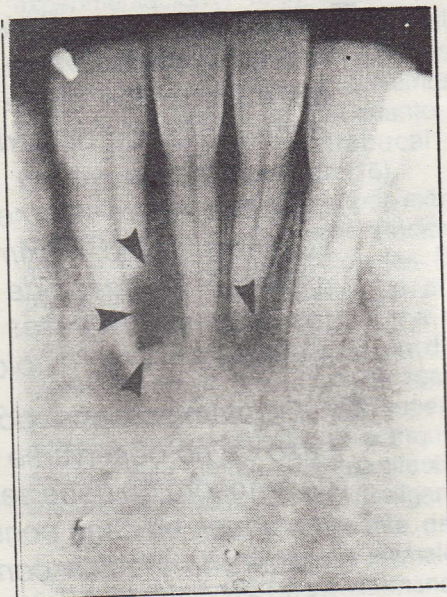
Radiografía periapical 8 semanas posteriores al reimplante. Incisivo lateral izquierdo, pérdida radicular con imagen de reabsorción cemento dentario externo. Incisivo central derecho, pérdida de sustancia radicular con imagen de reabsorción de tipo inflamatoria.
